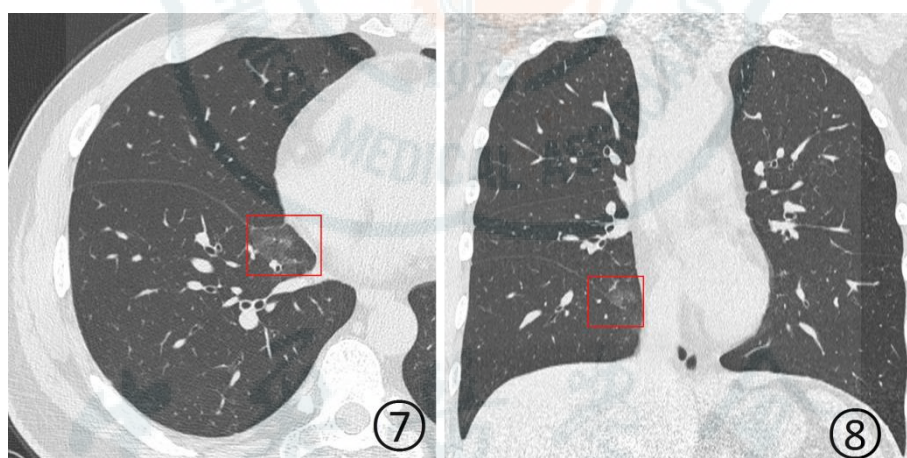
8 男, 38 岁。CT 平扫横断面(图 7)及冠状面(图 8)显示右肺下叶内侧段非常淡薄的磨玻璃阴影(红色方框)
